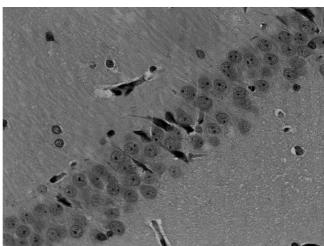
Пирамидный слой зоны CA1 гиппокампа через 48 часов реперфузии, в группах: ложная операция (A); 10-минутная глобальная ишемия+ИПост (C). Окраска гематоксилин-эозин (x400)
